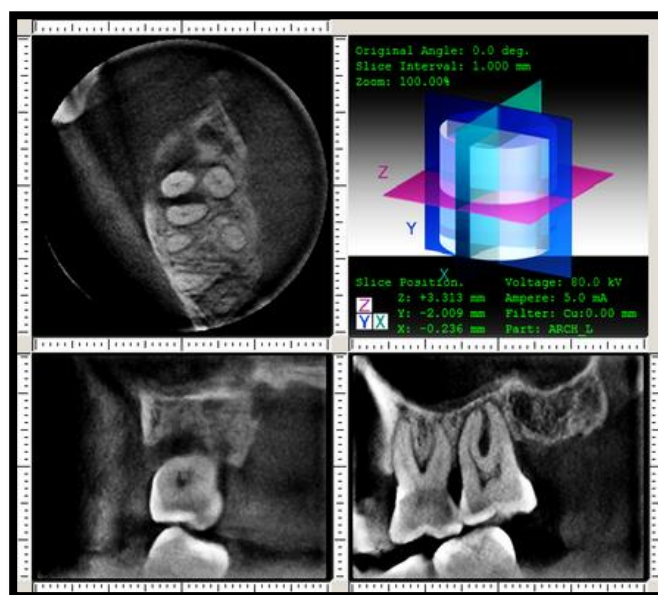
CBCT 2° molar superior izquierdo, vista horizontal, sagital y coronal. (Qiao y cols., 2014).
